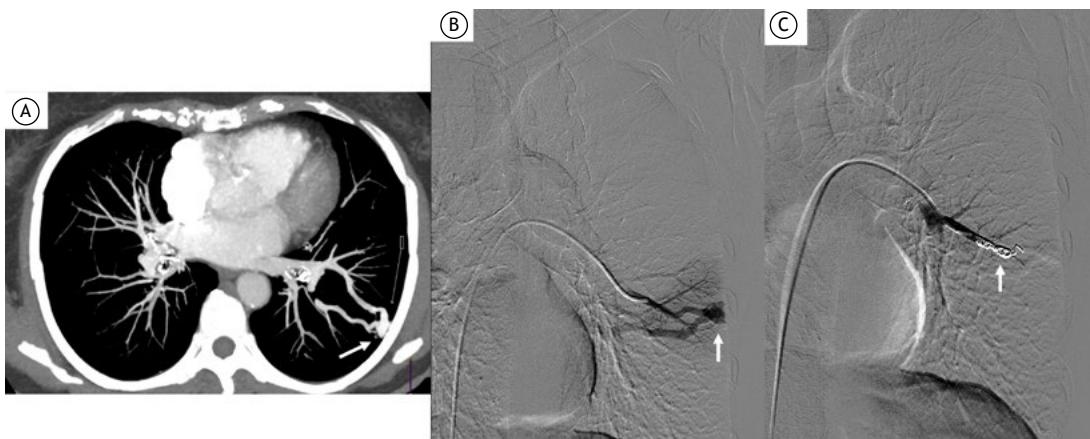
Em A, imagem de TC demonstrando malformações arteriovenosas pulmonares periféricas (seta branca). Em B, localização da malformação por angiografia pulmonar (seta branca). Em C, embolização com molas (seta branca).
